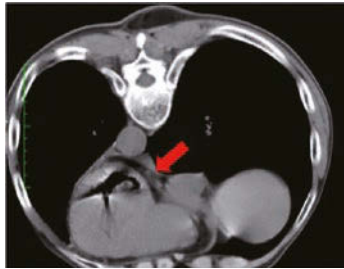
The post-procedure CT image showed gas in the coronary artery. Arrow: air.
